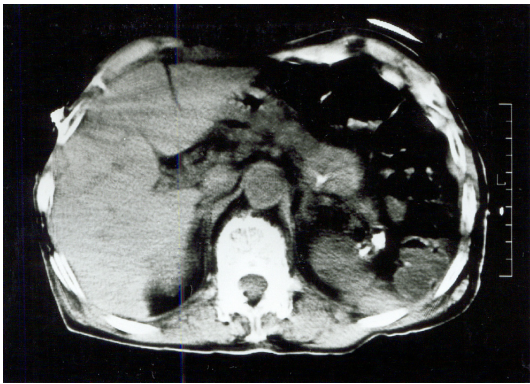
Computerized tomography scan of the abdomen shows about 2.5 cm sized well defined mass lesion in the pancreatic tail portion
